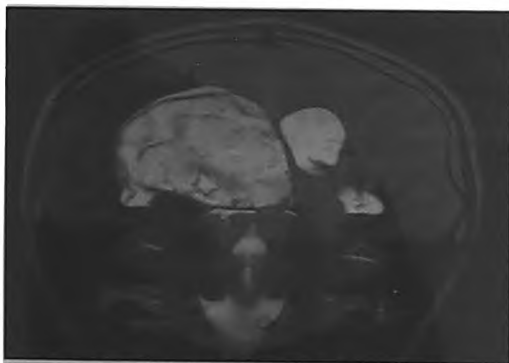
МР томография во фронтальной проекции, T1 режим. Дизонтогенетическая опухоль между листками прозрачной перегородки.
